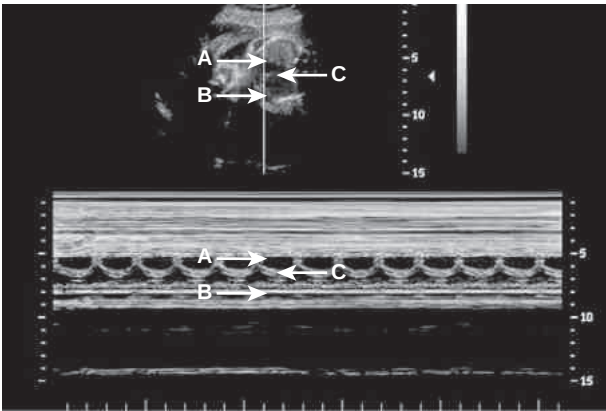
Visualización en modo M (modo de movimiento). La ecografía en modo M muestra los cambios de amplitud y posición del eco con el tiempo. La visualización de los cambios en la posición del eco es útil en la evaluación de estructuras que se mueven rápidamente, como las válvulas cardíacas y las paredes de la cámara. Aquí, las tres principales estructuras móviles de la imagen superior en escala de grises del feto se registran en la imagen en modo M correspondiente e incluyen la pared ventricular cercana (A), la pared ventricular lejana (B) y el tabique interventricular (C). La línea de base es una escala temporal que permite calcular la frecuencia cardíaca a partir de los datos del modo M.
